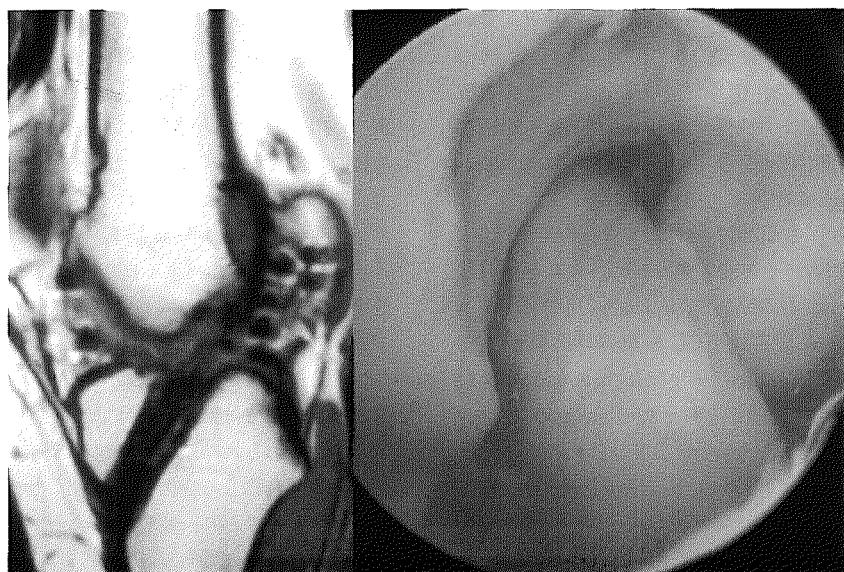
b 再鏡視後8ヶ月のMRI像と鏡視像。MRIでは低信号への変化を認め、鏡視において良好に滑膜被覆されていた。
